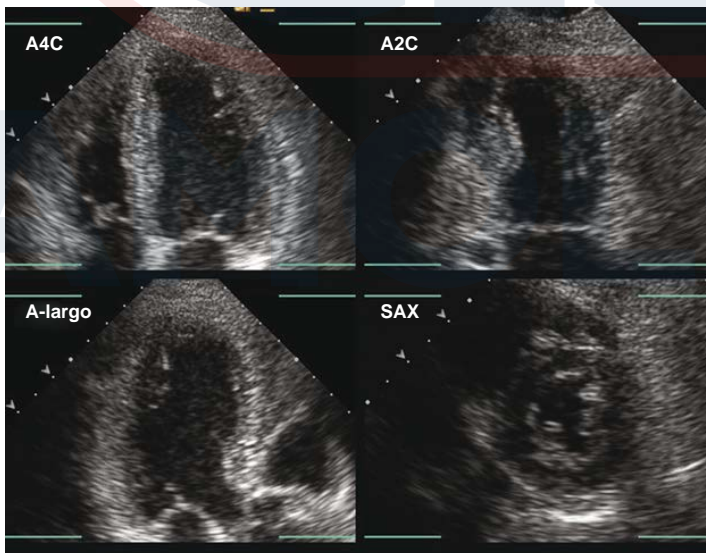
Ejemplo de los planos de imagen estándar utilizados para la ecocardiografía de estrés. Estos planos son apicales de cuatro cámaras (A4C), apicales de dos cámaras (A2C), ejes largos apicales (*largos A*) y ejes cortos paraesternales (SAX). Las imágenes se adquieren en un formato de cine digital en cada etapa de tensión y luego se vuelven a clasificar para mostrar las imágenes de línea de base y de tensión máxima una al lado de la otra para cada vista. Las imágenes están sincronizadas para mostrar solo la sístole, por lo que el movimiento endocárdico y el engrosamiento de la pared parecen ocurrir en el mismo marco de tiempo, aunque existe una diferencia sustancial en la frecuencia cardíaca entre la línea base y la tensión máxima. La profundidad de la imagen se ajusta para mostrar solo el LV.
